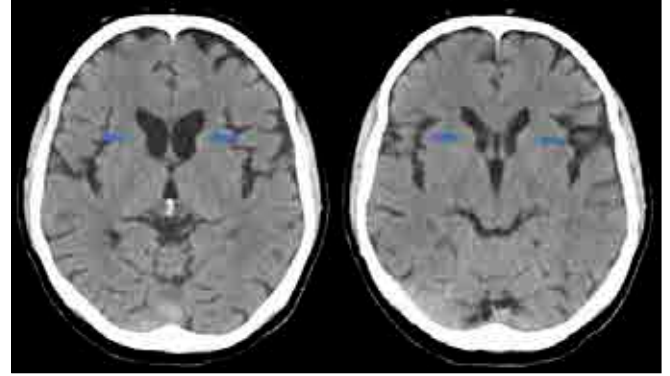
In axial CT images, bilateral caudat nucleus seem atrophic consistent with Hungtinton disease.
